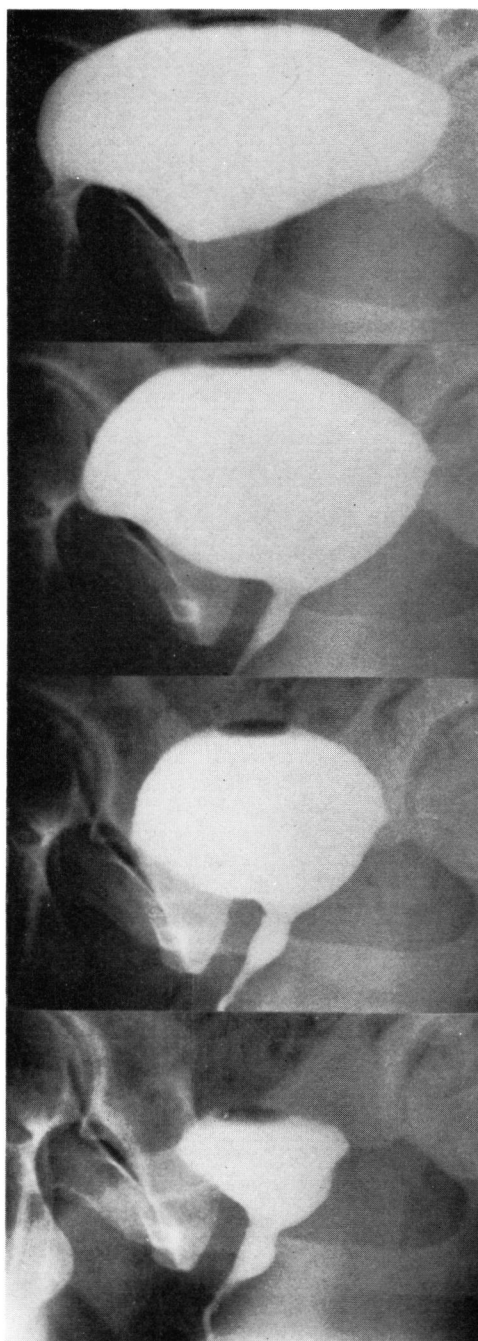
Voiding (micturition) cystourethrogram of female taken with ordinary X-ray linstrument. Four to six exposure is possible during one voiding behavior.
